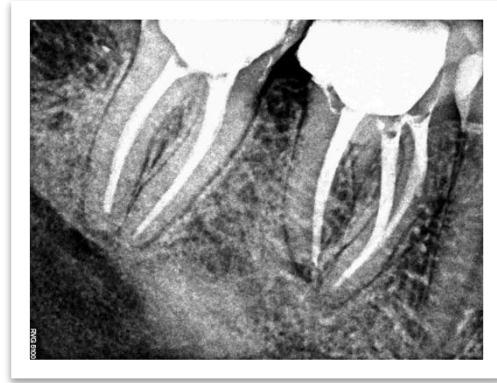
/7b. Radiografía de control (5/2 meses).
